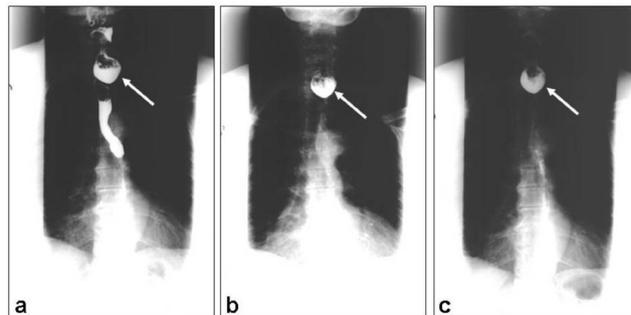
Radiografias do esôfago da paciente número 1, obtidas aos dez segundos (a), cinco minutos (b) e aos 30 minutos (c) após a ingestão do meio de contraste. Observa-se a retenção do sulfato de bário em esôfago aos dez segundos e a presença do divertículo de Zenker (seta) em todas radiografias.
